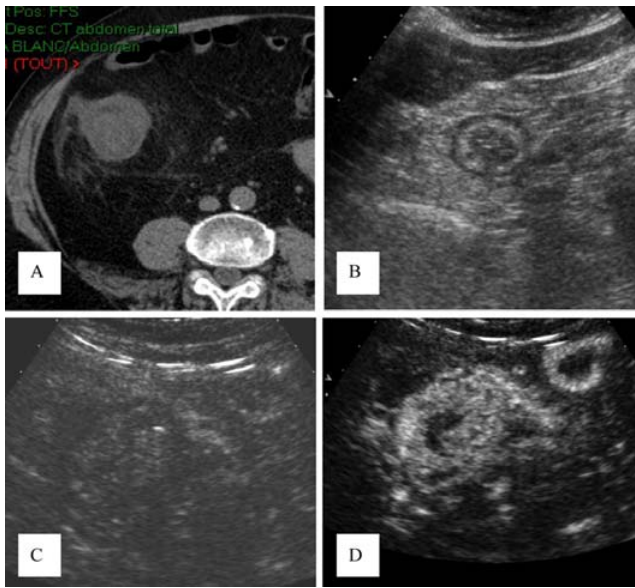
Colite ischémique : a : TDM sans contraste, montrant un épaississement des parois coliques droites et une graisse péri-colique infiltrée ; b : échographie centrée sur le côlon droit, montrant un épaississement des parois du côlon et une conservation de la stratification (en faveur d'un bon pronostic) ; c et d : échographie sans puis avec injection intraveineuse de contraste, montrant une perfusion pariétale normale du côlon droit, plaidant pour une colite droite aiguë avec préservation du flux pariétal. Chez ce patient, l'évolution sera favorable sous traitement médical seul
